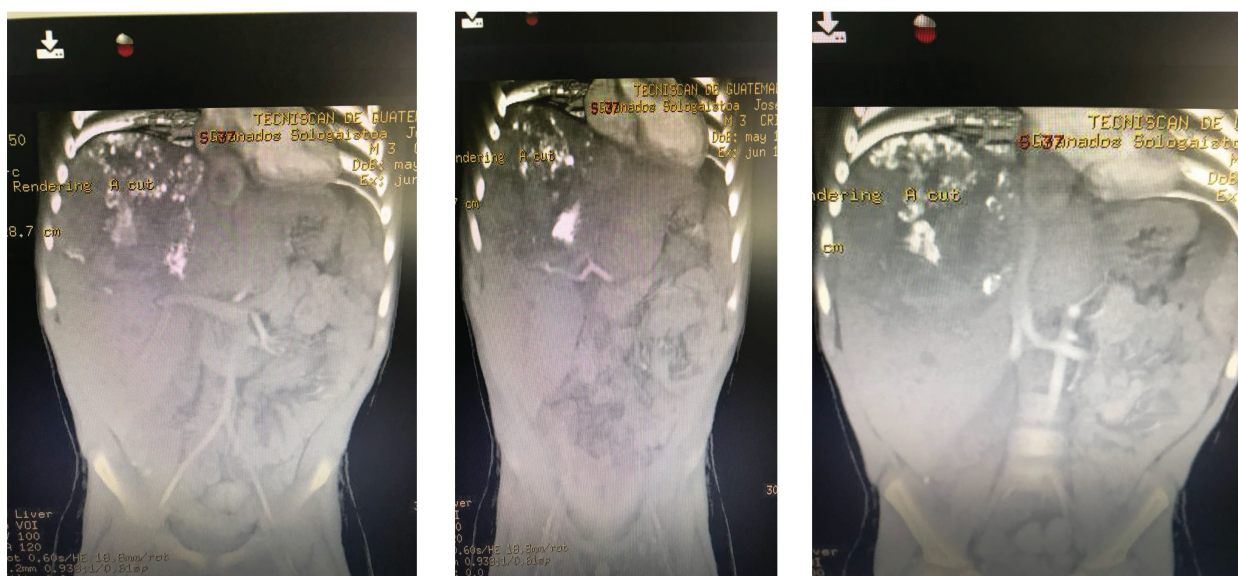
Cortes coronales de una TAC de abdomen sin medio de contraste en la que se aprecia una masa de bordes mal definidos, irregulares, tiene focos de hemorragia en involucra los segmentos VII y VIII del lóbulo hepático derecho.
